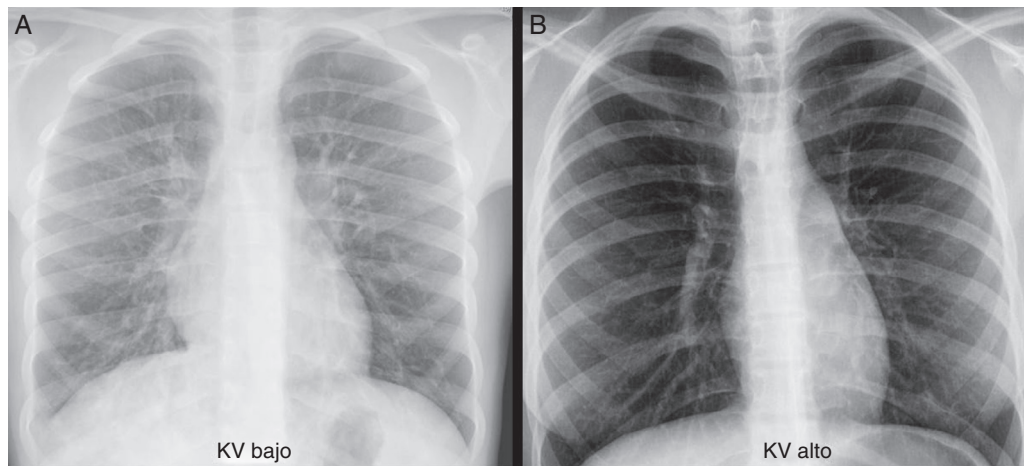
Factores de exposición. A) Radiografía (Rx) de tórax posteroanterior poco penetrada (Kv bajo) en la que se observa una mayor densidad generalizada y una trama broncovascular marcada que no deben confundirse con afectación intersticial. B) Rx muy penetrada (Kv alto) en la que se aprecia una mayor radiotransparencia que puede confundirse con un atrapamiento aéreo. Además, se observa una aparente disminución de sombras vasculares que no hay que malinterpretar como un problema cardiovascular.
